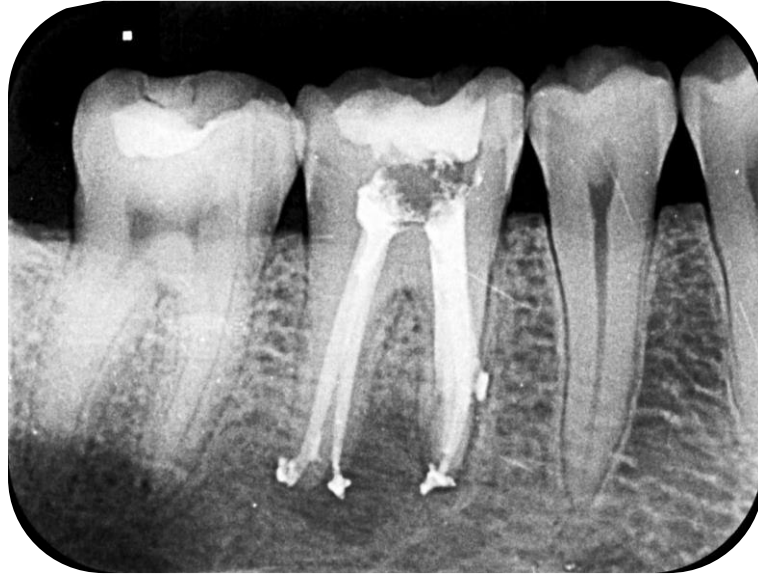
Radiografia final do elemento 46 com tratamento endodôntico finalizado. (Fonte: próprio autor).
